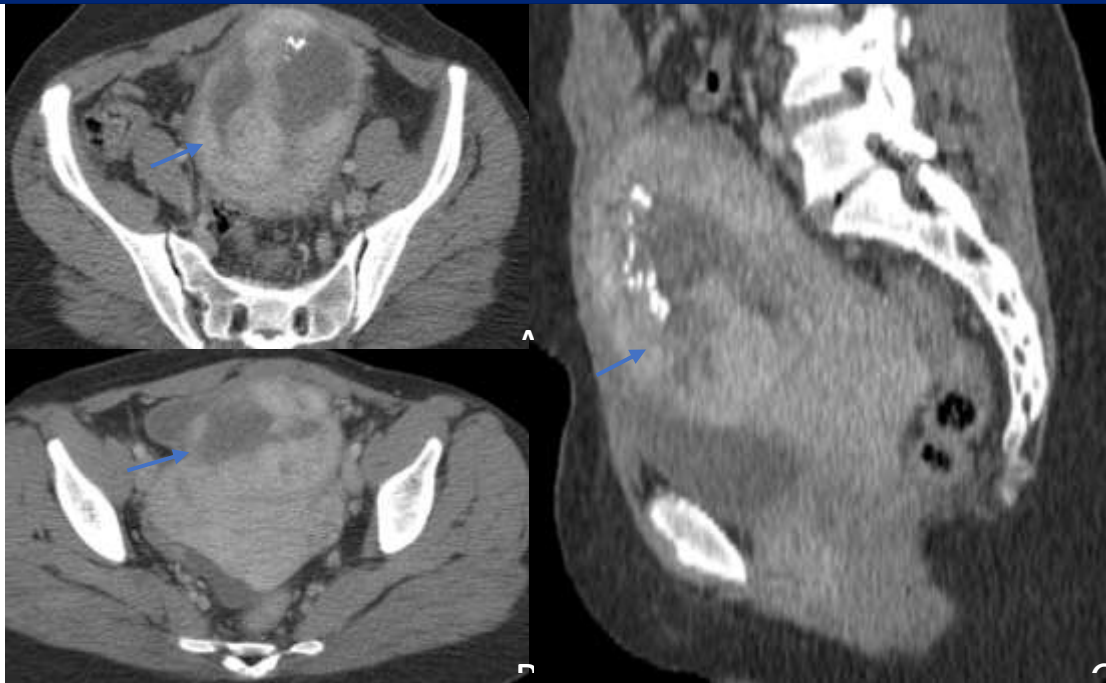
TDM en coupes axiales (A,B), et sagittale (C) objectivant la présence d'une volumineuse formation lésionnelle intra-myométriale utérine (flèche), solido-kystique, corporéo-fundique antérieure, renfermant des calcifications et de larges zones liquidiennes.
